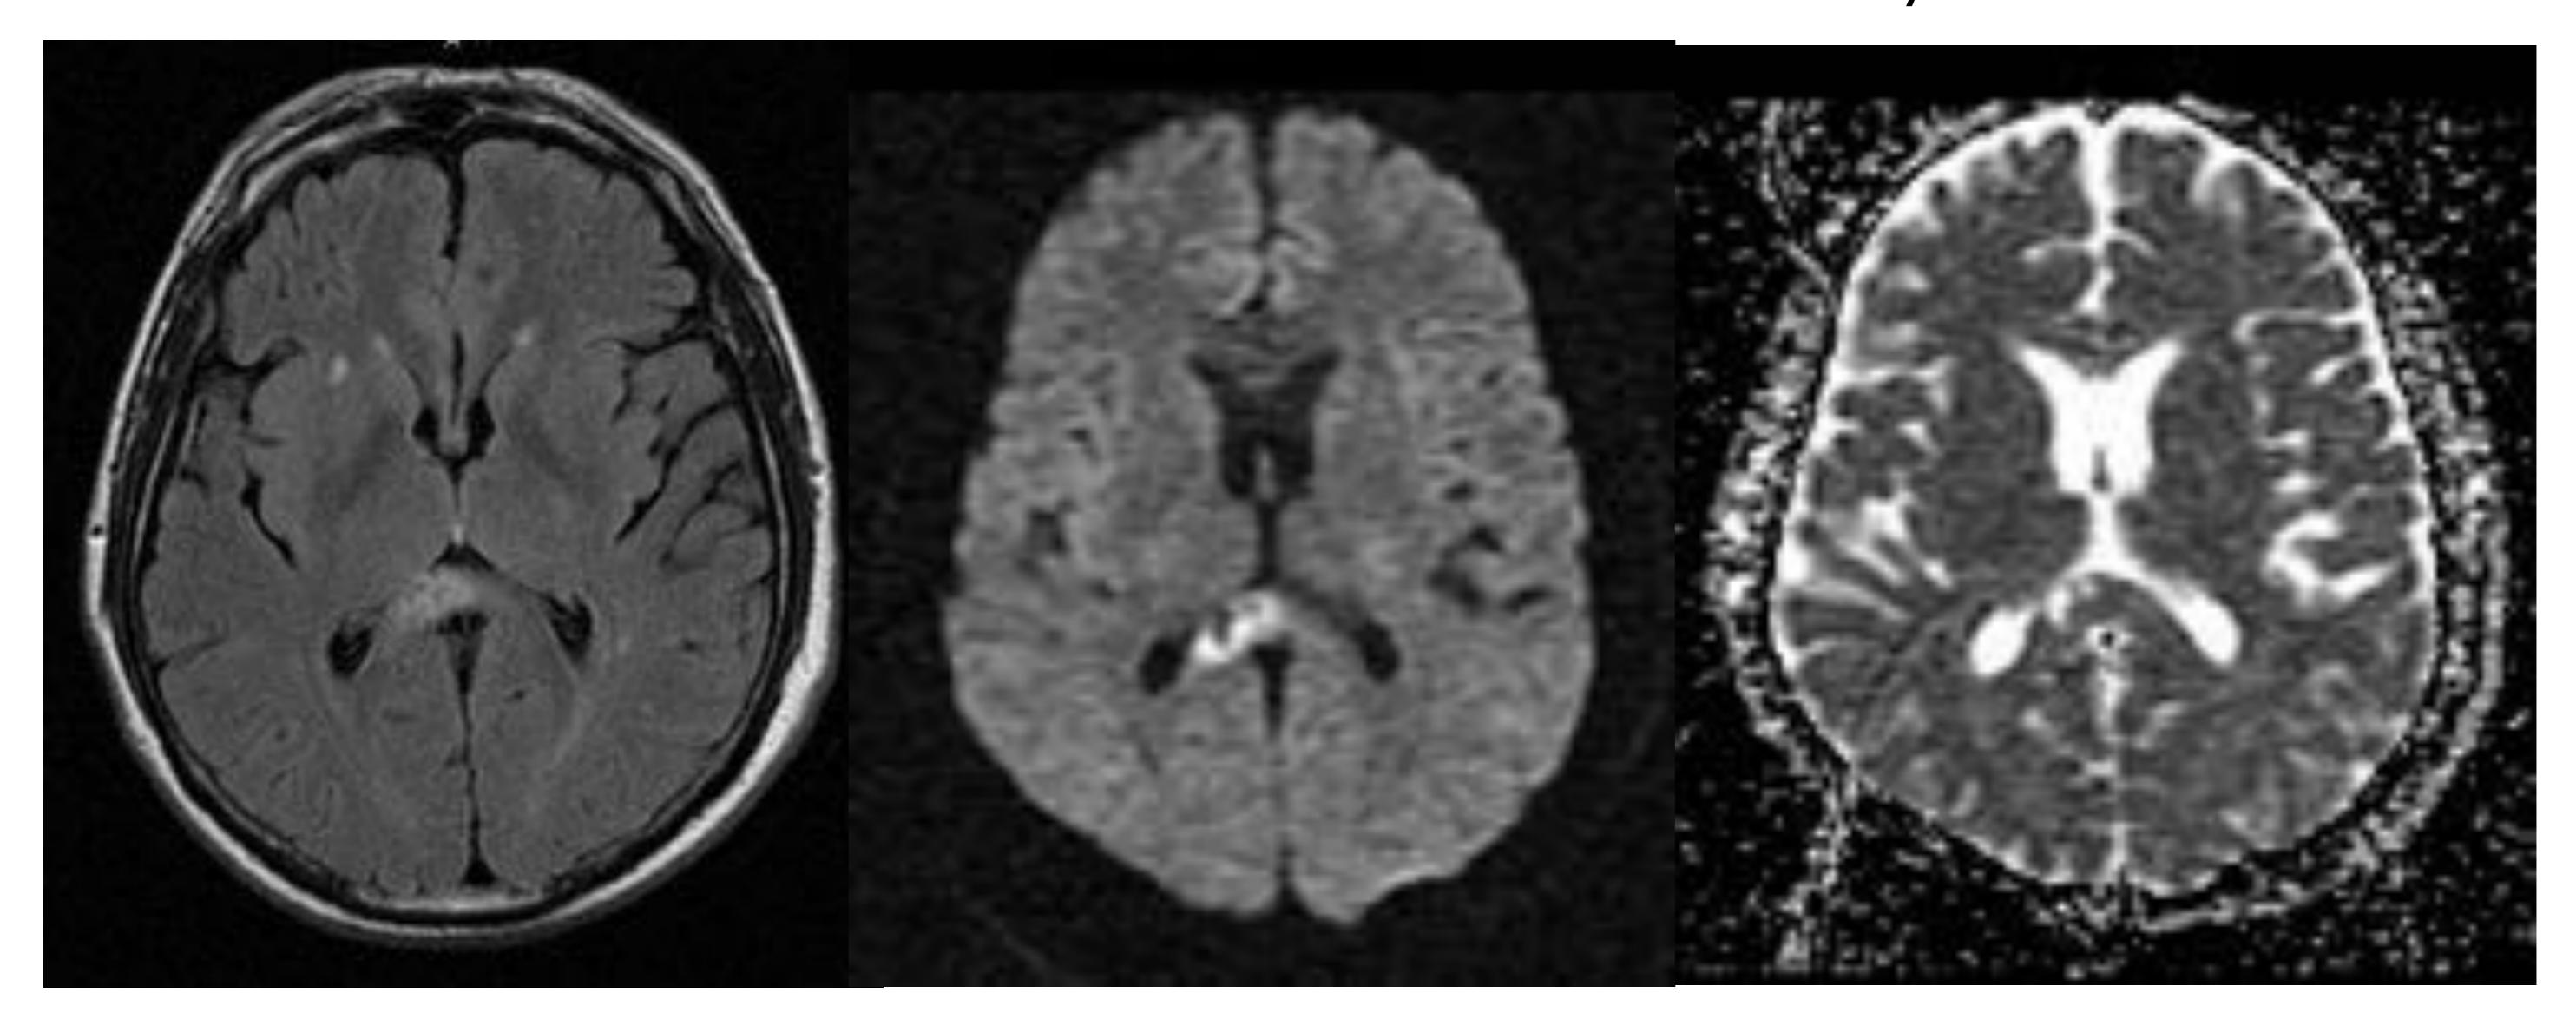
Imágenes de RM axial FLAIR, difusión y ADC. Se identifica un área hiperintensa en secuencias T2 en el esplenio del cuerpo calloso, con algún foco de aspecto quístico y restricción de la difusión en su periferia. Se trató de una lesión de origen isquémico.
